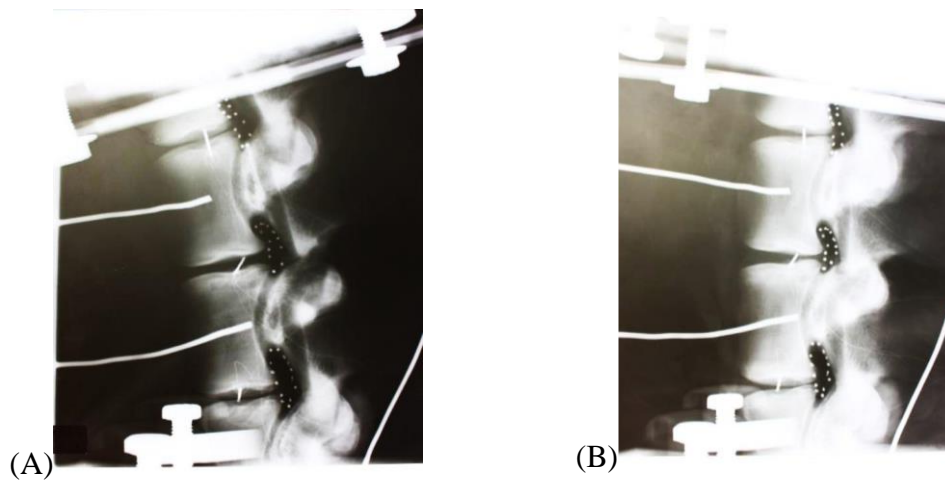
使用 X-ray 量測椎間孔面積 (A)前彎 (B) 後仰
